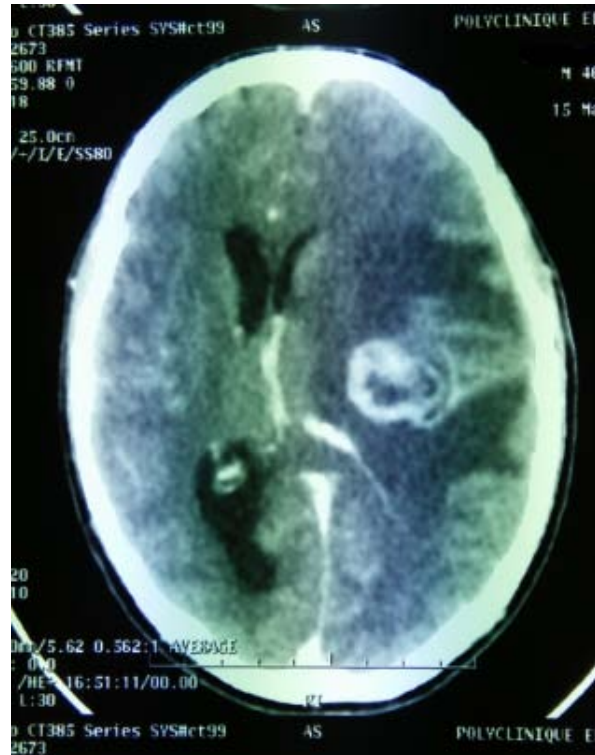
TDM cérébrale qui montre une lésion sus-tentorielle pariétale gauche.
